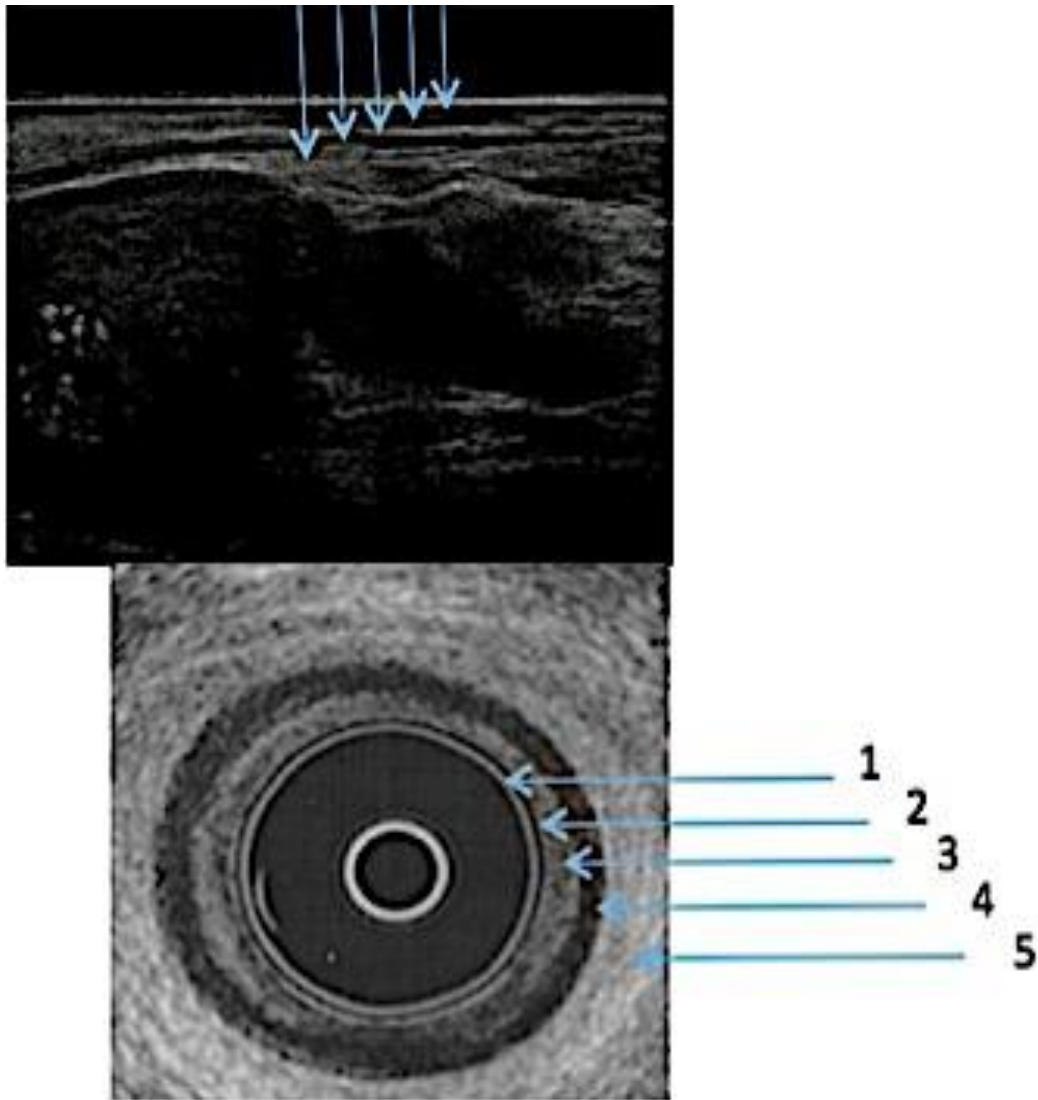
Стенка прямой кишки в норме, с неизменной пятислойной структурой. ЭРУЗИ линейным датчиком и 3D-датчиком.
